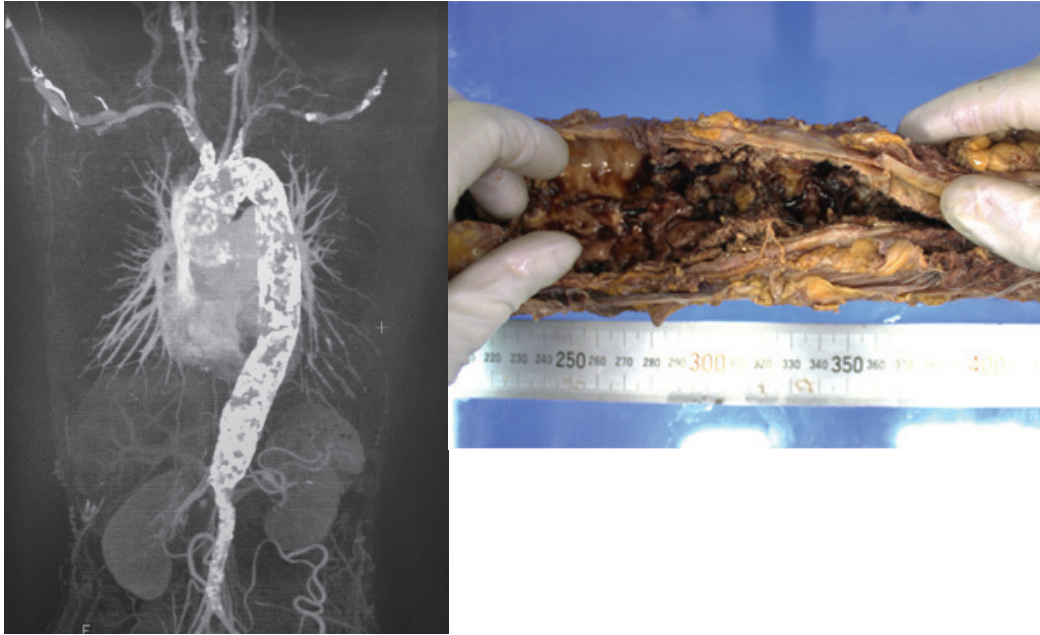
左：3D-CT画像。大動脈およびその分枝にびまん性高度石灰化を認めた。
